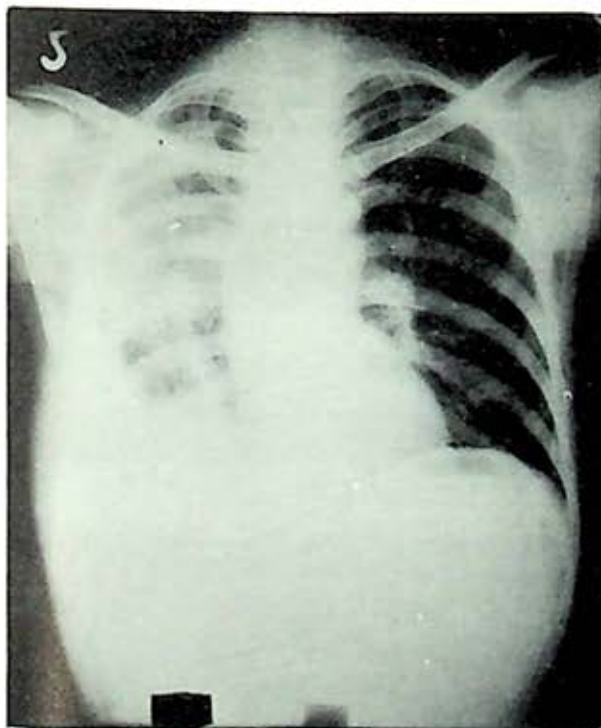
Actinomicosis. J. P. N. Telerradiografía de tórax P. A. que muestra opacidad basal marginal derecha, opacidad en velo en el resto del campo, con algunas nodulaciones y retracción discreta costal basal derecha. Imagen mediastinal ligeramente halada a la derecha.
